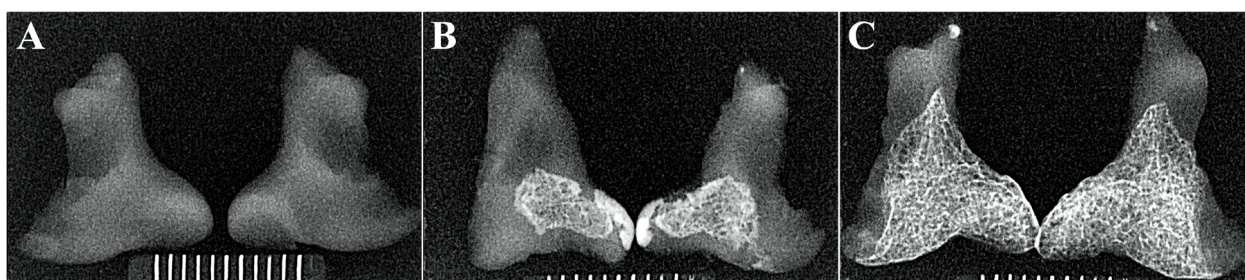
Рентгенограммы скелетированных черпаловидных хрящей: А – мужчина 18 лет, В – женщина 34 года, С – мужчина 66 лет.
